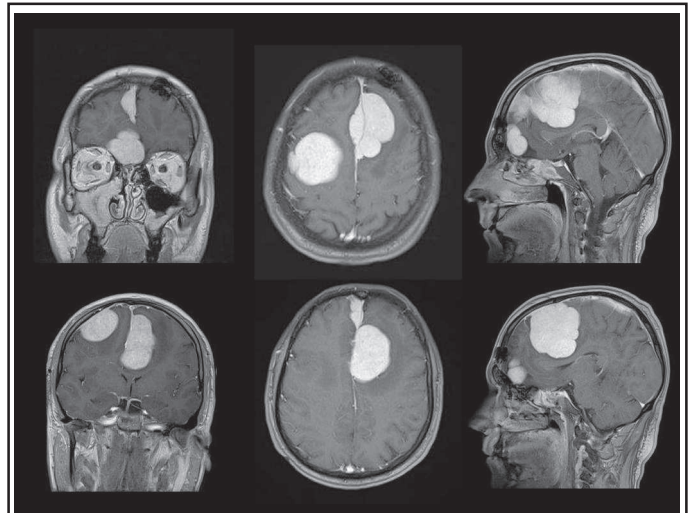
IRM séquence pondérée T1 avec injection de gadolinium montrant le caractère multifocal des lésions qui réalisent le signe de la queue de comète.
